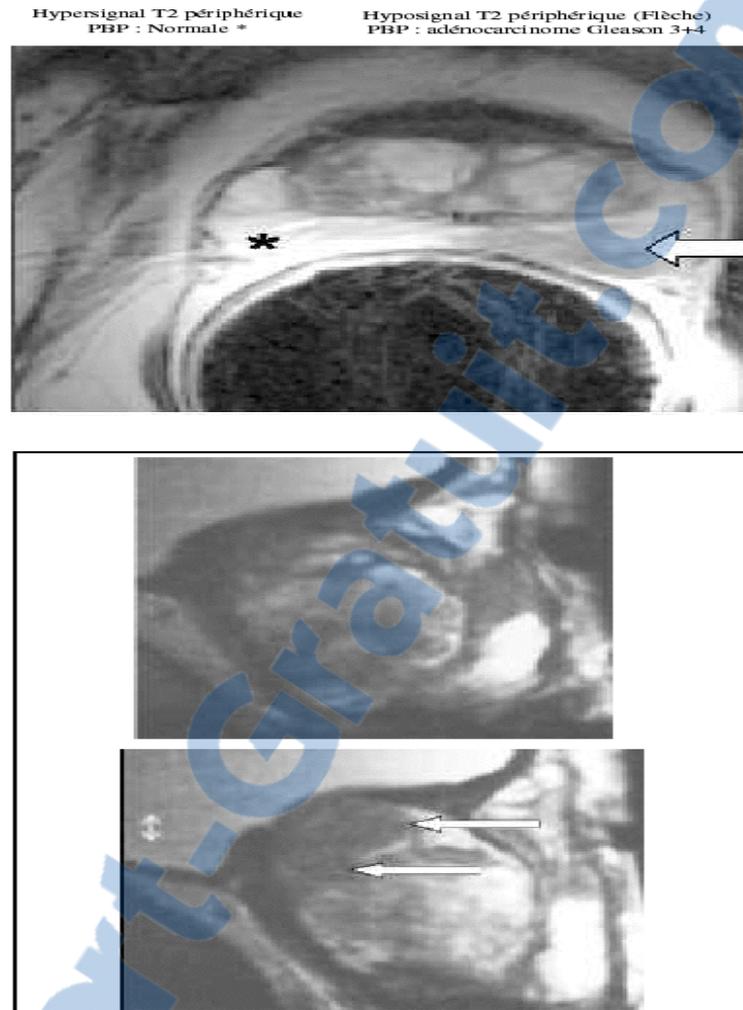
Coupes IRM axiales et sagittales de la loge prostatique.
